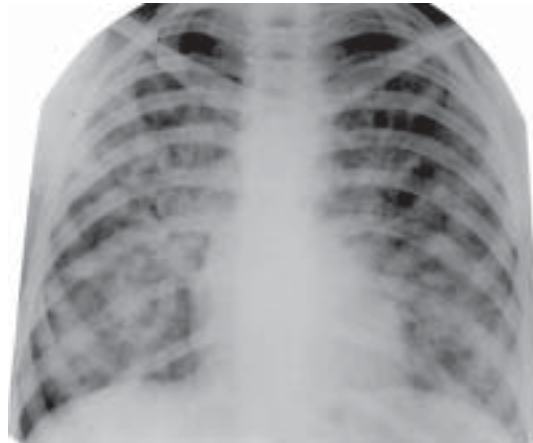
Дисемінований туберкульоз легень (підгострий). Оглядова рентгенограма
